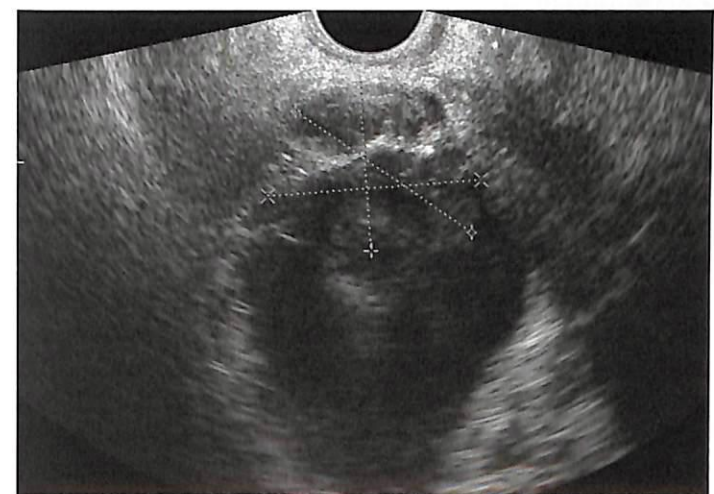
ТРУЗИ. Прорастание рака предстательной железы в мочевой пузырь. Контуры опухоли бугристые; определяется связь узлов в мочевом пузыре и опухоли предстательной железы.
